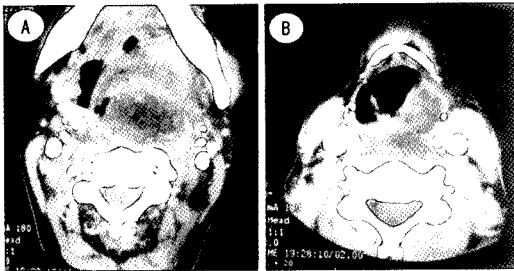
Neck computed tomography scan with contrast in the axial plane demonstrates huge retropharyngeal and paralaryngeal mass lesion which is heterogeneously hypodense. A) Nasopharynx level. B) Supraglottis level.
